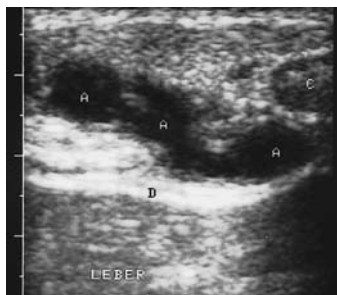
Echoarme konfluierende Herde (A) im Bereich der interkostalen Muskulatur parasternal. Zytologisch tuberkulöser Abszess. C = knorpelige Rippe, D = Diaphragma
